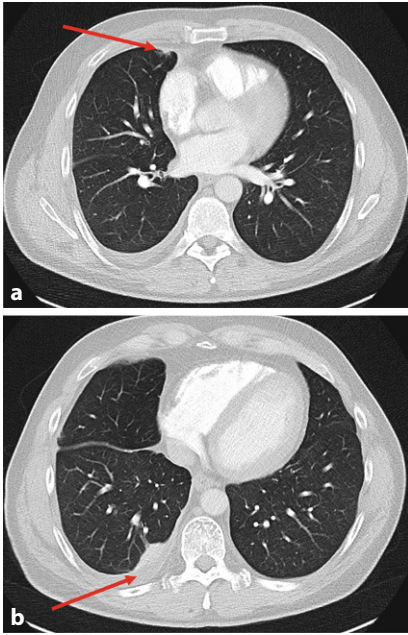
▲ Computertomographie (CT) des Thorax. a Rundherdartige Verdichtung im Mittellappen (Pfeil). b Pleuraerguss mit angrenzender Atelektase (Pfeil)
